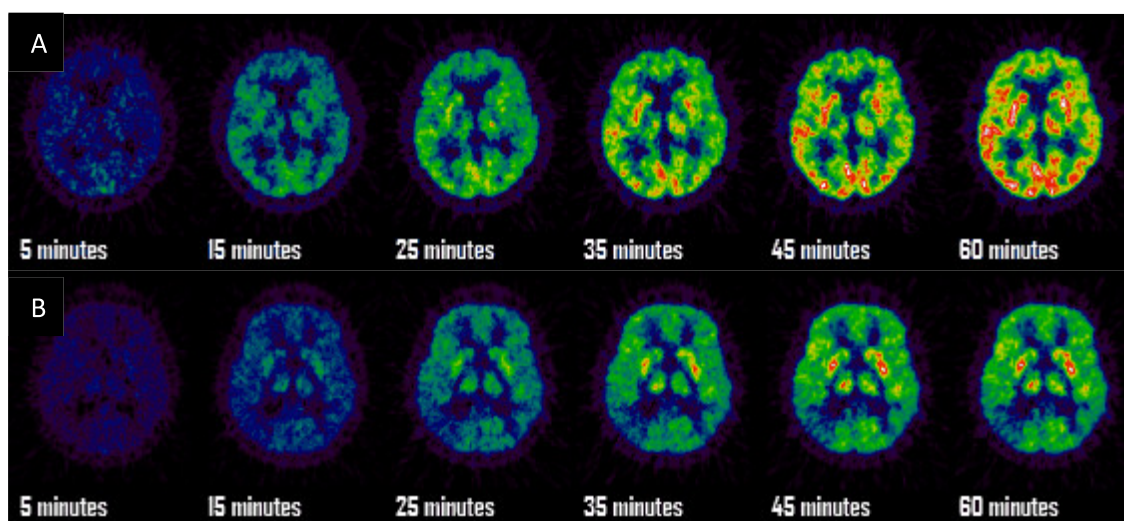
Imagem de PET de um paciente saudável (A) comparando com paciente com doença de Alzheimer (B) (<http://insidestory.iop.org/pet.html>, 12 de Outubro, 2016).
